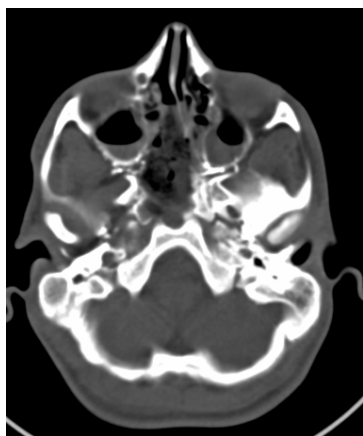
Пациент К., 15 лет. Диагноз: Ангиофиброма носоглотки, Fish Ша. КТ носоглотки, выполненное через месяц после операции. Послеоперационные изменения мягких тканей носоглотки, слизистой оболочки верхнечелюстных и решетчатых пазух. Признаков опухоли не выявлено
